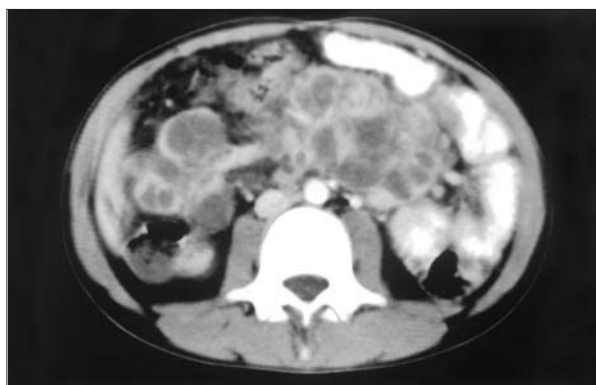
Imagen de TC abdominal. Gran masa intraperitoneal indicativa de mazacotes adenopáticos mesentéricos.
